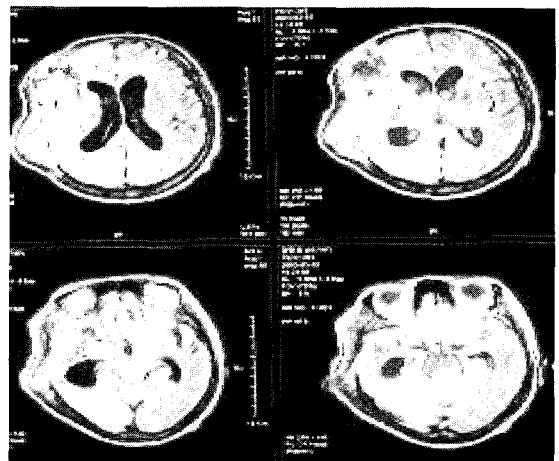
Brain MRI(2003.1.xx)
